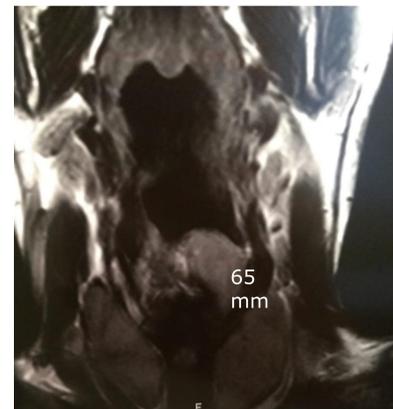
RMN. Se observa lesión ocupante de espacio en hemilaringe izquierda de 65mm longitud.
